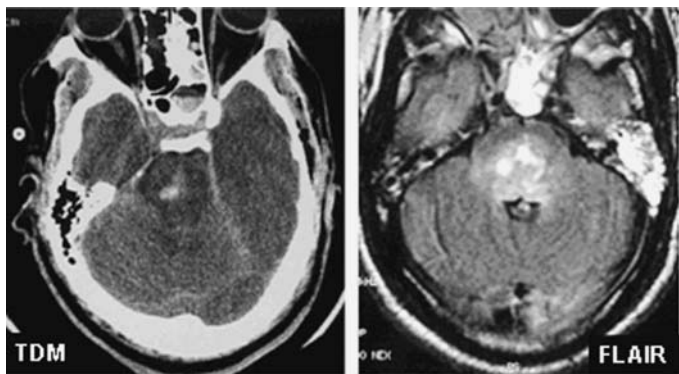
Aspect scanographique (gauche) et imagerie par résonance magnétique (IRM) (droite) d'une contusion du tronc cérébral chez un même patient. Les deux examens ont été pratiqués le même jour. L'œdème est nettement mieux visible sur l'IRM et la contusion y apparaît plus importante.
